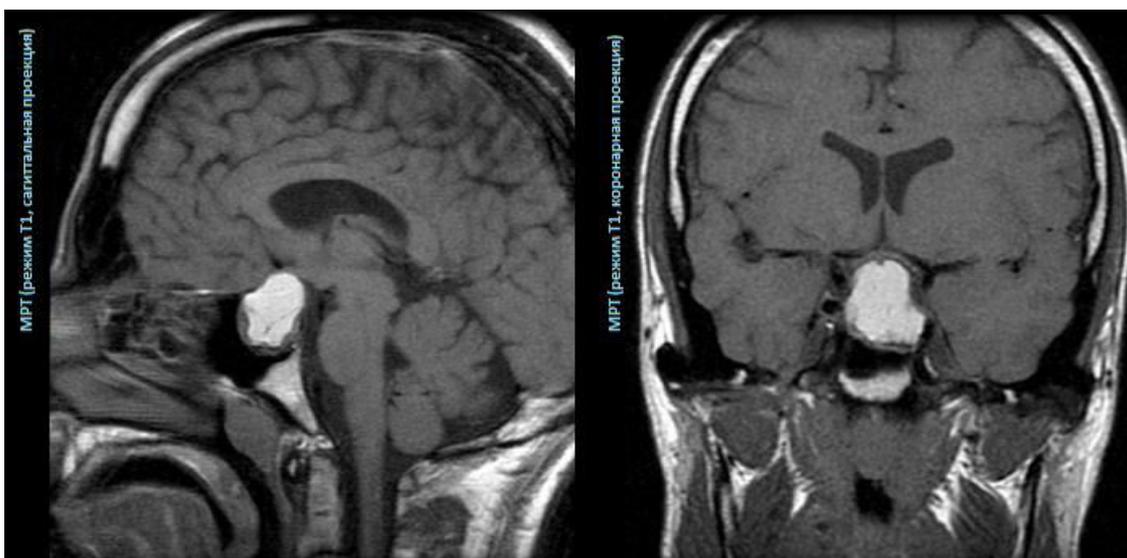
МРТ при апоплексии гипофиза
